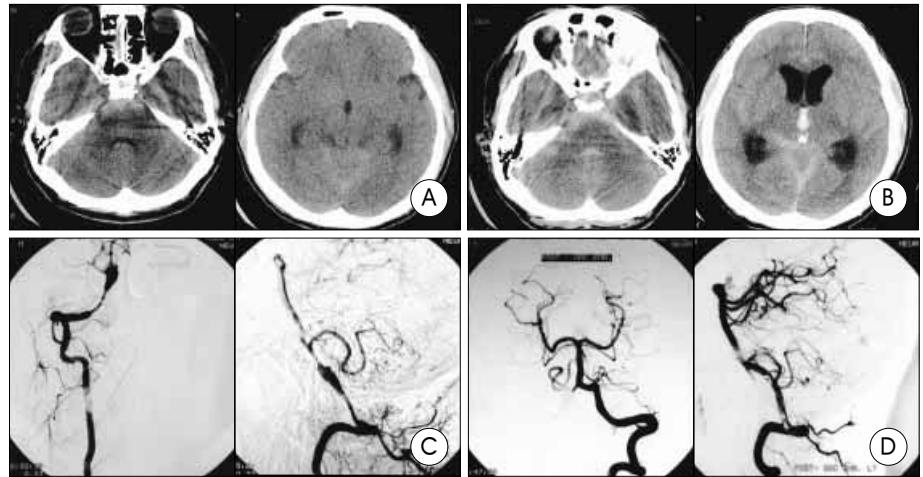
One-stage embolization case. A : Initial brain computed tomography(CT) shows subarachnoid hemorrhage(SAH) around posterior fossa and prepontine cistern. B : He rebleeds before angiographic diagnosis, and then follow up brain CT image shows more dense SAH and intraventricular hemorrhage in the 3rd ventricle. C : Angiographic images show dissecting aneurysm of right vertebral artery presenting pearl and string sign. D : After one stage Guglielmi detachable coils embolization, angiographic images show well preserved posterior inferior cerebellar artery flow and complete occlusion of dissecting aneurysm.
